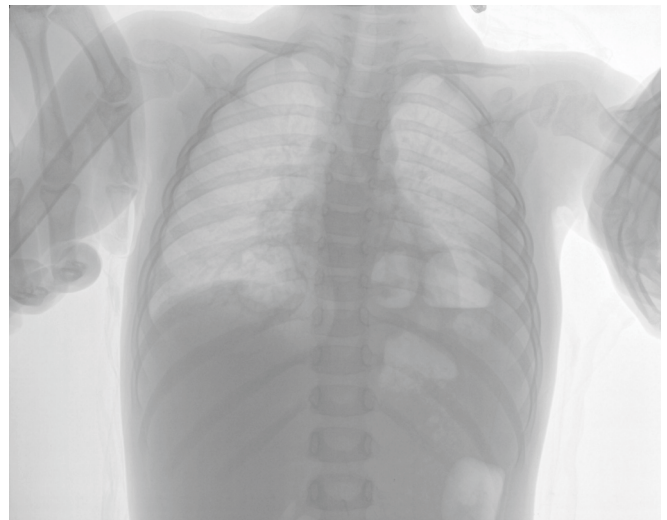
Рентгенограма ОГК.
